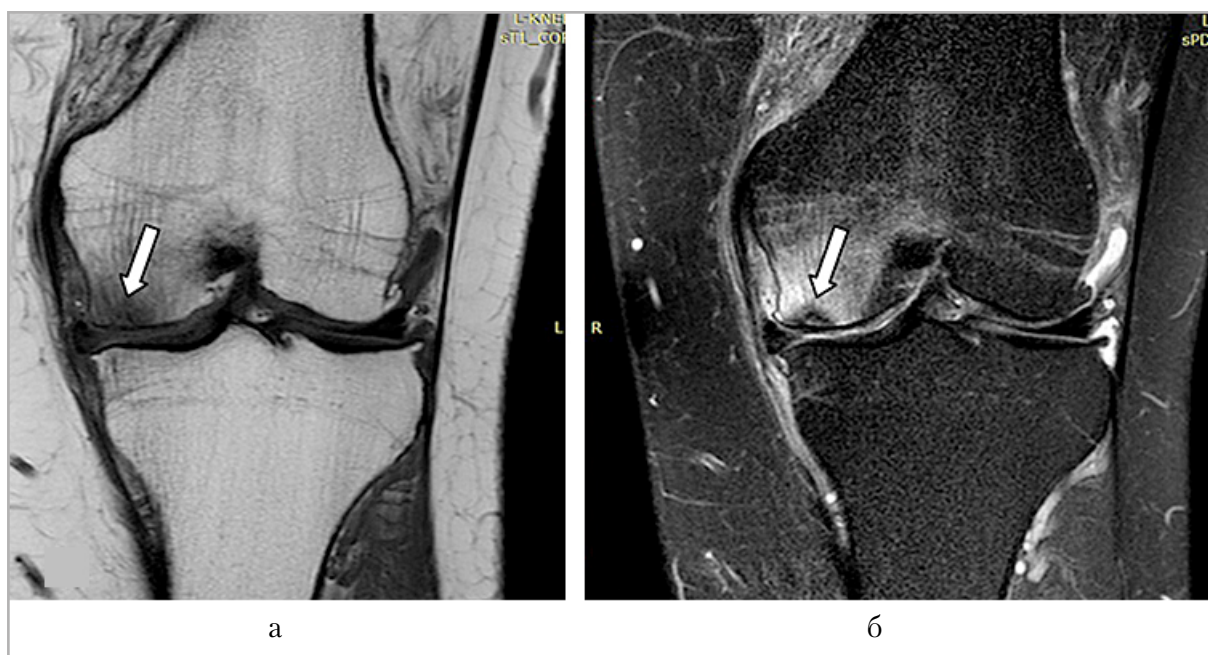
МР-томограммы в корональной плоскости (*а* — T1-ВИ; *б* — PD-FS-ВИ справа). *Стрелкой* указана полулунная субхондральная линия перелома
